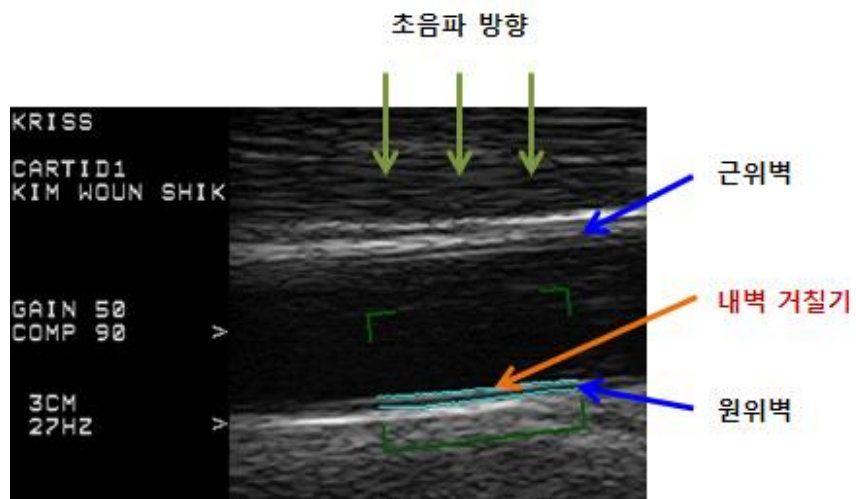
경동맥 초음파 영상: 총경동맥의 원위벽에서 내벽거칠기
